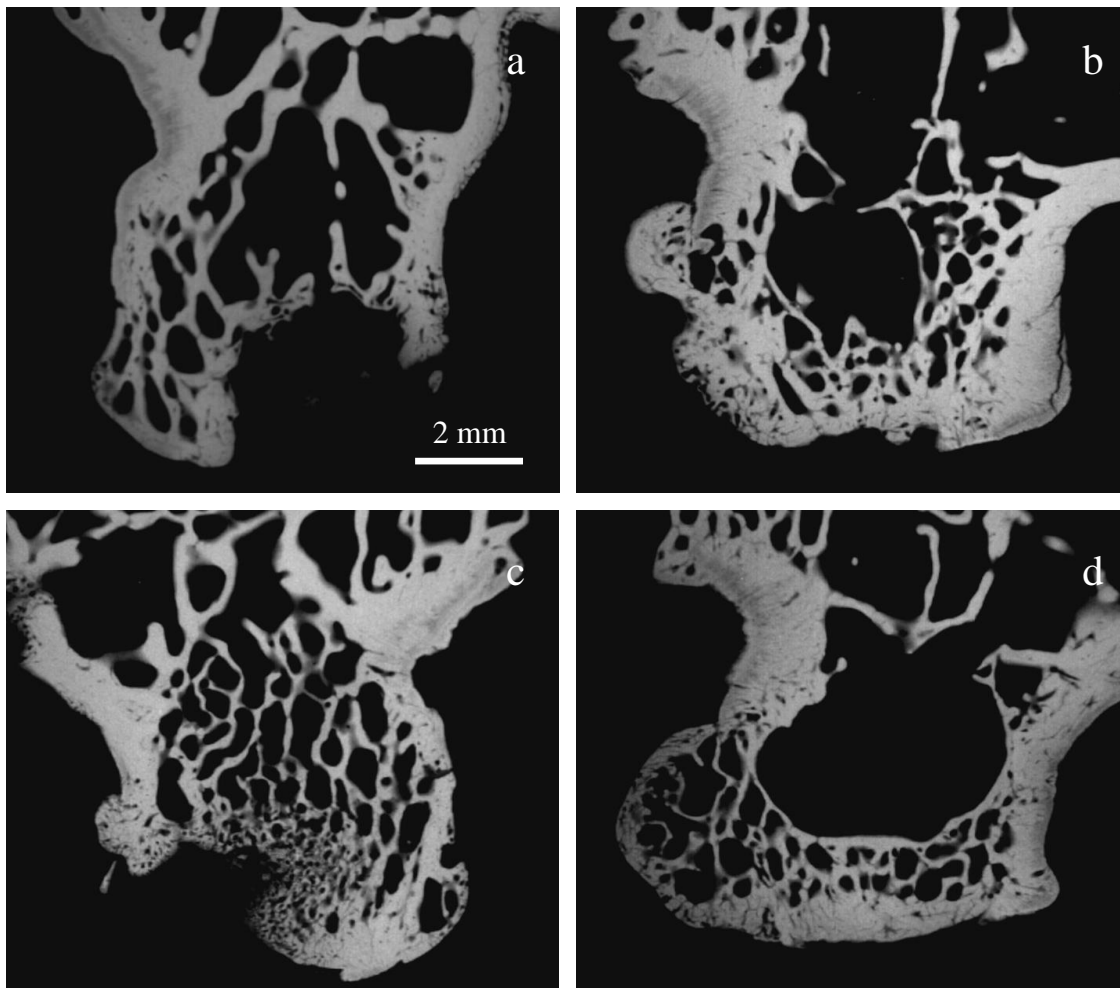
Zentrale mikroradiographische Aufnahmen; Referenzstrecke = 2 mm;
